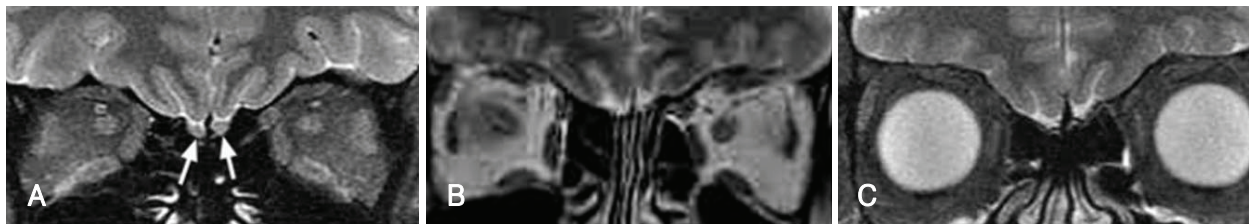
Coronal T2-weighted MR images of olfactory bulbs. Normal olfactory bulbs (arrows) (A). Absent olfactory bulbs in case 1 (B) and case 2 (C). MR: magnetic resonance.
